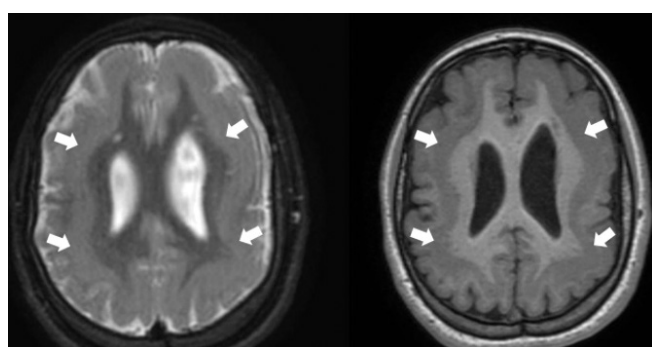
A 11-year-old boy with epileptic seizures; T2-weighted and T1-weighted axial brain MRI showed symmetrical and isointense band heterotopia with gray matter in bilateral subcortical white matter (arrows).
